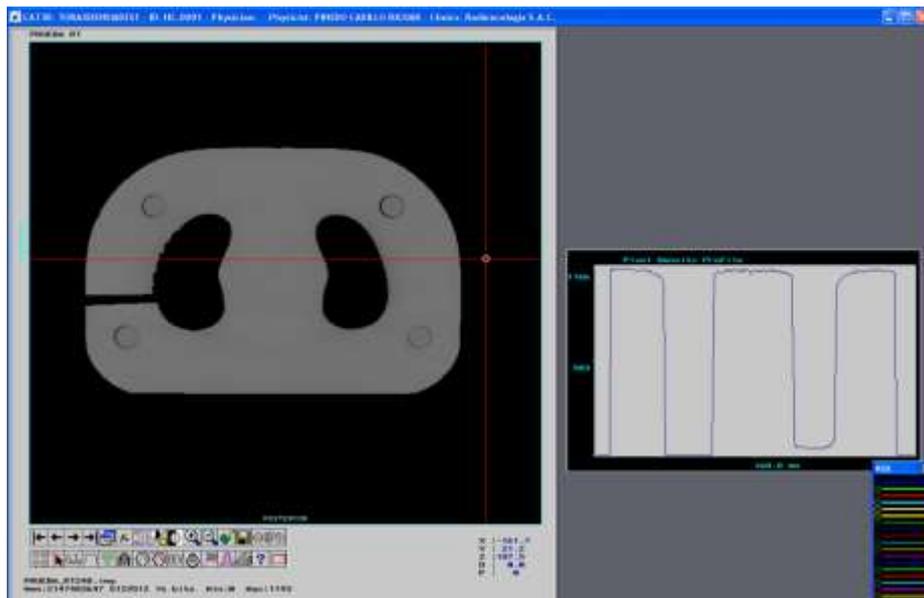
Recorrido horizontal de tomografía del fantoma de tórax en medio heterogéneo en el TPS CAT3D.
